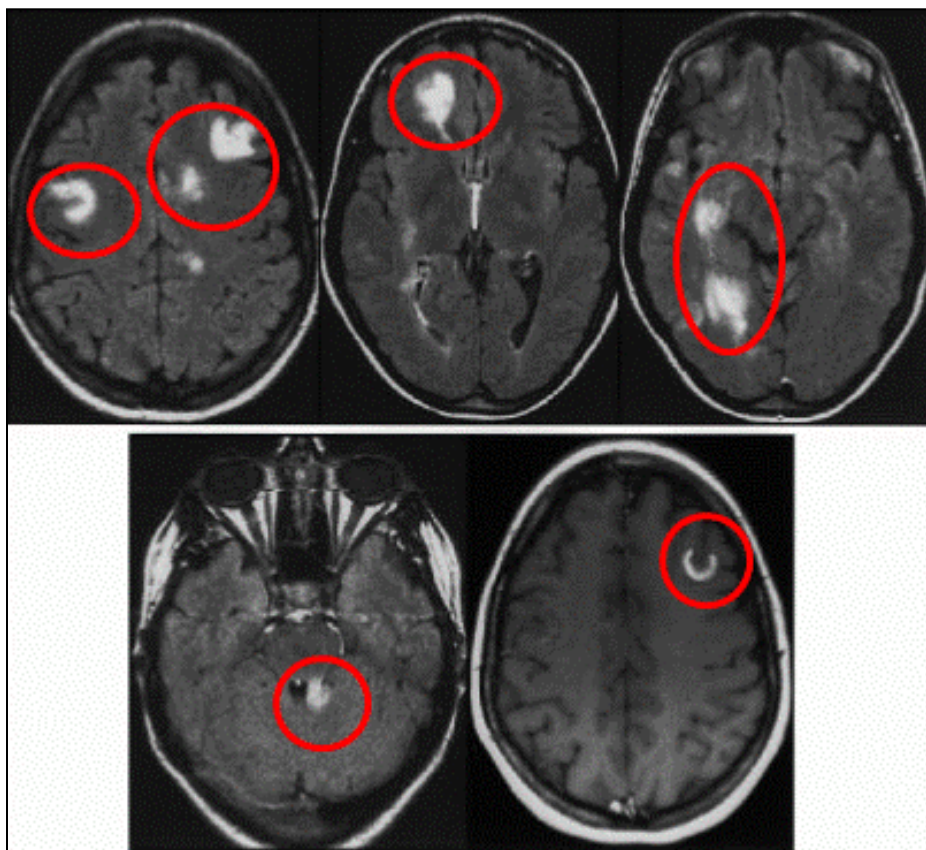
Placas de la pérdida de mielina en resonancia magnética.
